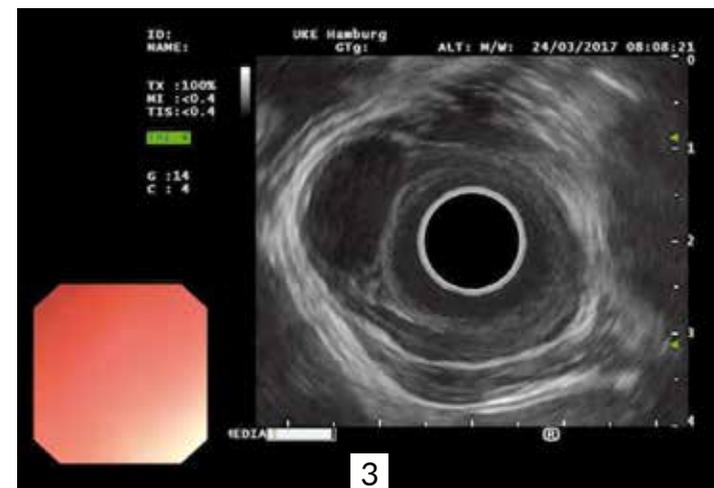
Endosonographische Darstellung des submukosalen Tumors bei 10 Uhr im endosonographischen Bild
